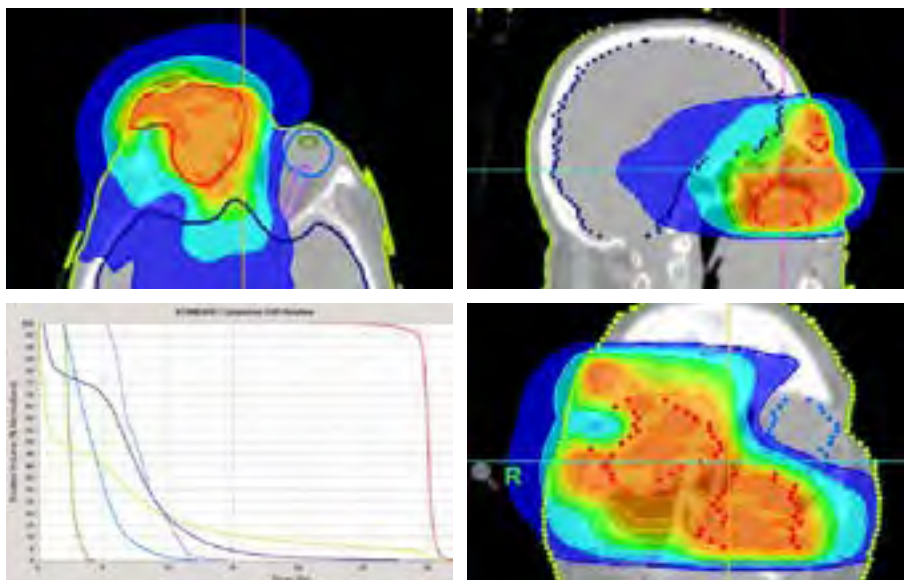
Delimitarea globului ocular, a cristalinilor și a volumului țintă, incluzând cele 2 leziuni tumorale macroscopice evidențiate imagistic (CT) și conturate (GTV-conturajul cu linia roșie) și a organelor cu risc crescut (OR) la iradiere: OR (cristalinul, bilateral, nervul optic conturaj) (bleu) și a sistemului nervos central (conturaj albastru) pentru efectuarea planului de iradiere. Tegumentul este conturat cu culoarea verde deschis.
